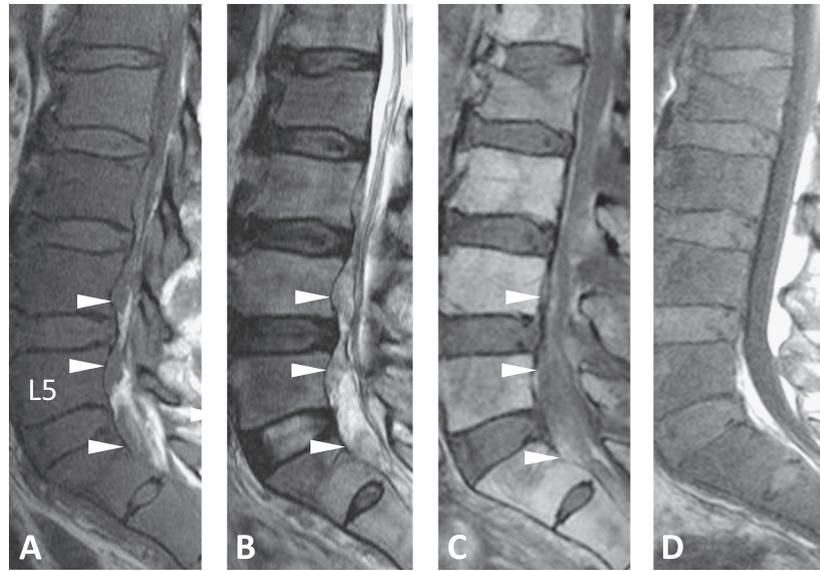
Sagittal MRI of the lumbosacral spine.
